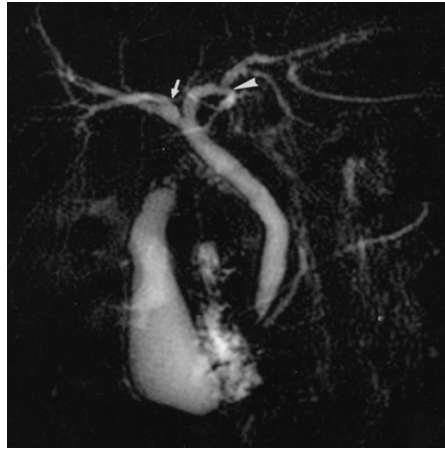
Vías biliares normales en colangiografía por resonancia. (Mortelé K, Ross P. *Anatomic variants of the biliary tree*).
